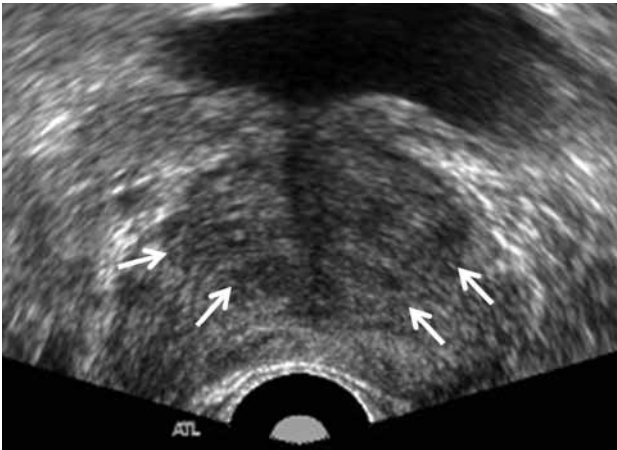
Transrectal ultrasound of benign prostate hyperplasia. Transrectal ultrasound of 69-year-old man shows relatively well defined low echoic area suggesting benign prostate hyperplasia (arrows).
